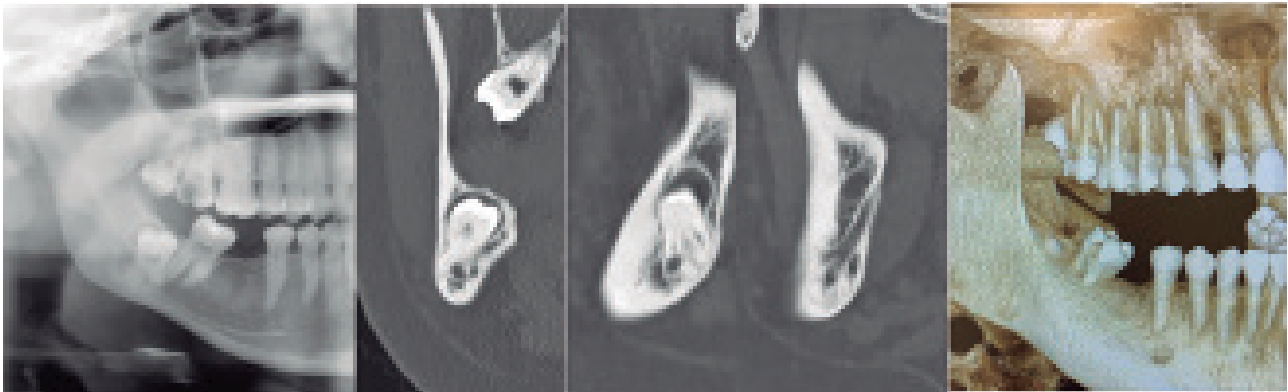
Estudio radiológico del caso presentado. A. Ortopantomografía B, C y D. Cortes coronal y sagitales que muestran la relación de las raíces con el NDI. E. CBCT.
